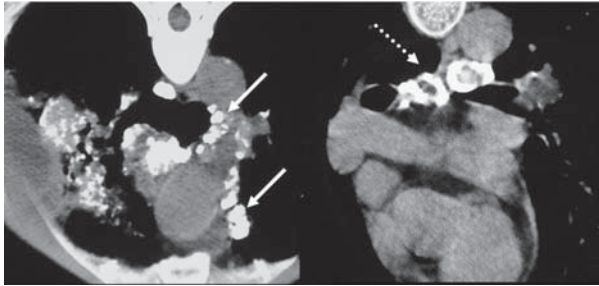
Tomografia computadorizada de alta resolução em decúbito ventral demonstrando linfonodos calcificados no mediastino (setas), alguns dos quais com padrão "em casca de ovo" (seta tracejada)
